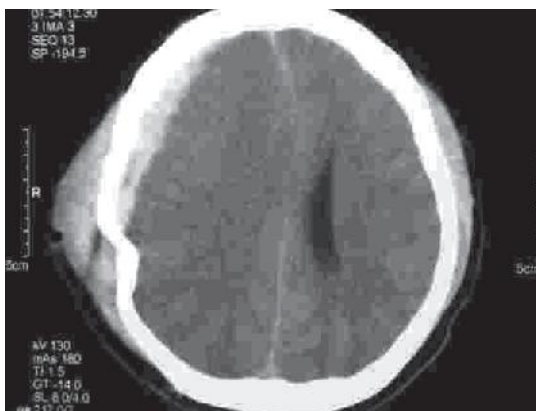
TAC cerebral prequirúrgica (A) que muestra hematoma subdural agudo laminar y edema cerebral con desviación de línea media, (B) TEM con reconstrucción en 3D que muestra área de craniectomía descompresiva
